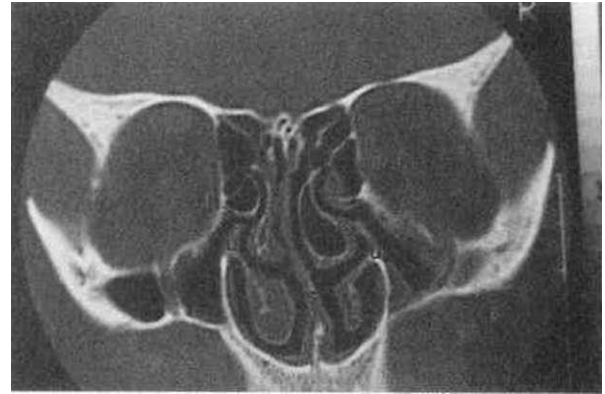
Crista galli'den geçen frontal CT kesitinde osteomeatal alanda varyasyonlar
